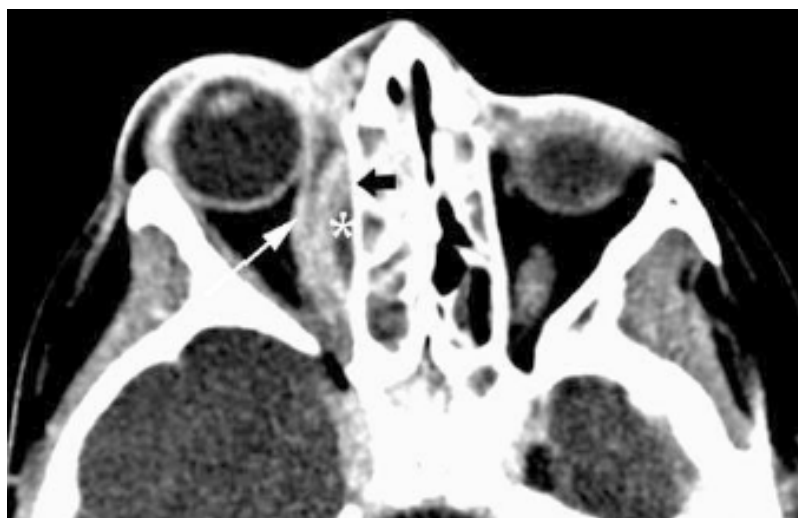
Abscesso subperiosteal. (colecção de forma elíptica (*), entre a lâmina papirácea (seta preta) e o músculo recto adjacente (seta branca)). Imagem de Tomografia Computorizada axial com contraste. Extraído de [20]
